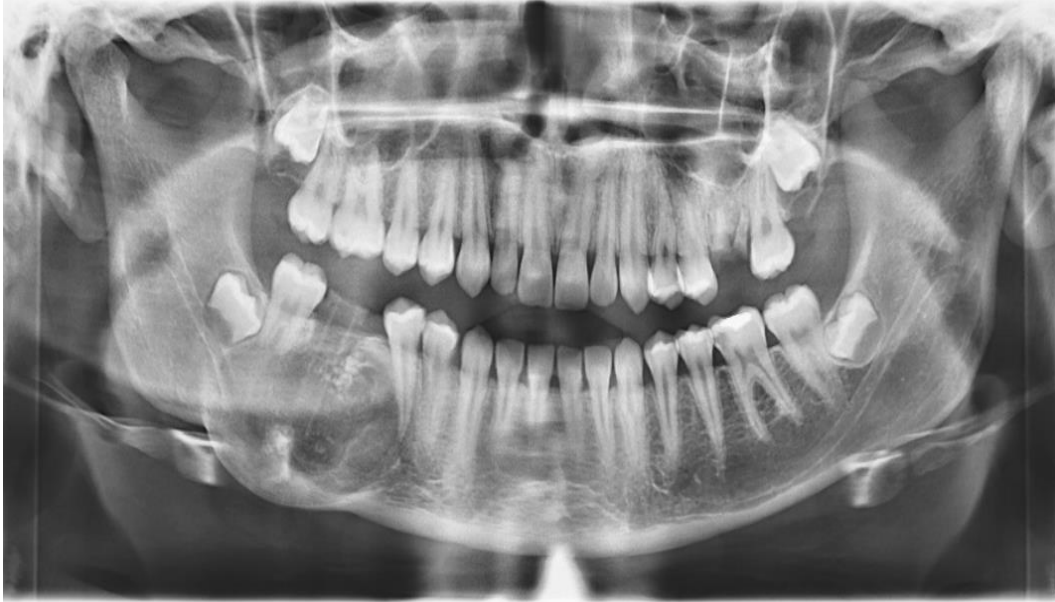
Ortopantomogram na kojem se uočava radiolucetna lezija s oštrim rubom u području zuba 45 – 47. Preuzeto uz dopuštenje autora, doc. dr. sc. Marka Vuletića.
